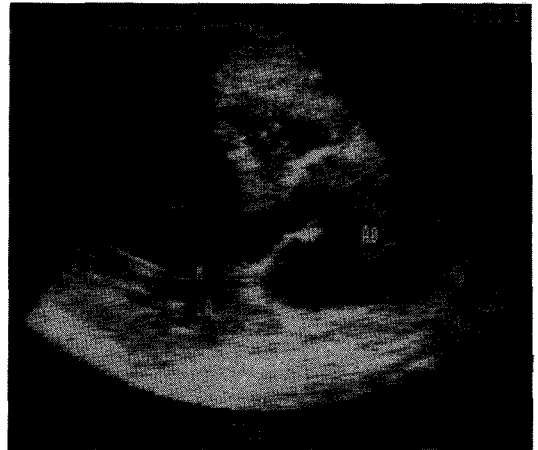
Echocardiography shows markedly dilated left ventricle and ascending aorta. But there is no evidence of false lumen in ascending aorta.
